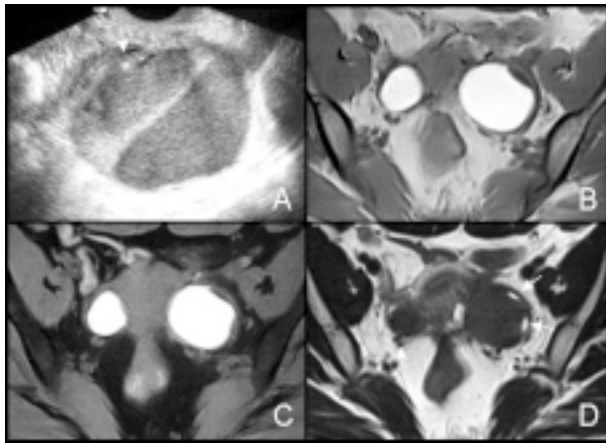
Endometriose ovárica em mulher com perdas hemáticas vaginais cíclicas. A ecografia transvaginal (A) revela formação nodular quística com finos ecos internos homogêneos, biloculada, e duas imagens punctiformes hiperecogênicas parietais (seta). Corte axial em T1 (B) mostra formação nodular hiperintensa presente em ambos os ovários, sem perda do seu sinal na imagem efectuada com supressão de gordura (C). Na imagem ponderada em T2 (D) apresenta-se hipo-intensa mostrando a variação de sinal descrita como "shading". Os pequenos focos de hipersinal periféricos correspondem a foliculos (setas).
